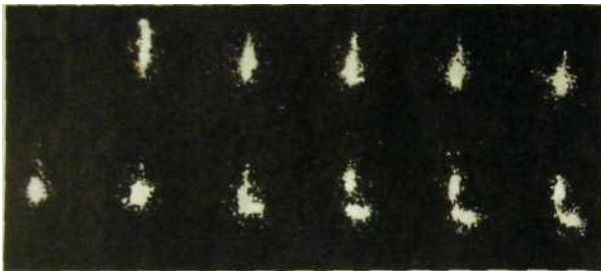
89. Серия сцинтиграмм пищевода, выполненных с интервалом в 1 с. На последних кадрах зарегистрировано поступление РФП в желудок.
